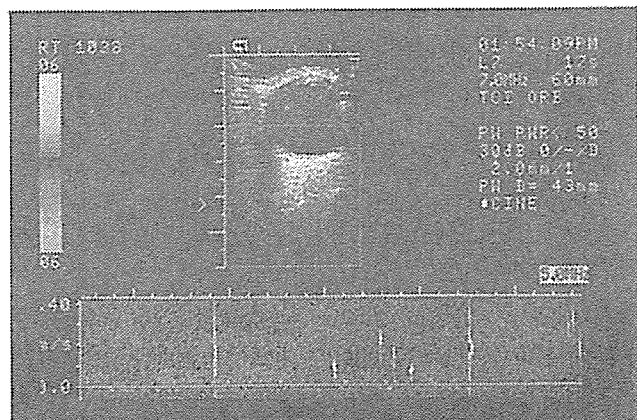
High intensity transient signals (arrows) in the ophthalmic artery revealed by ophthalmic artery color Doppler flow imaging.
